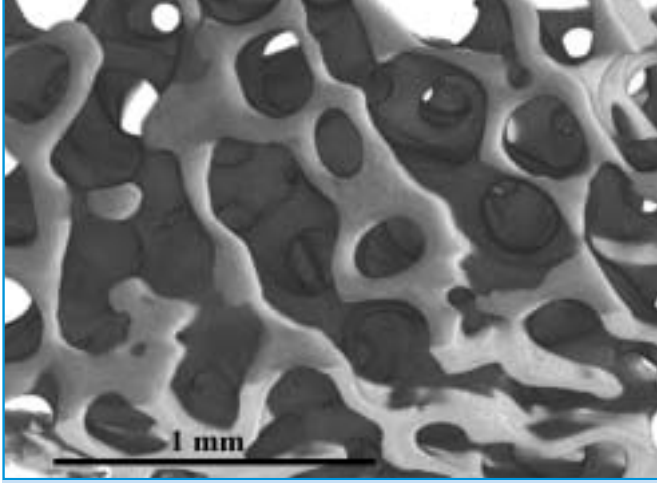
Mikro-Computertomographie von porösem Knochengewebe, der Spongiosa.
